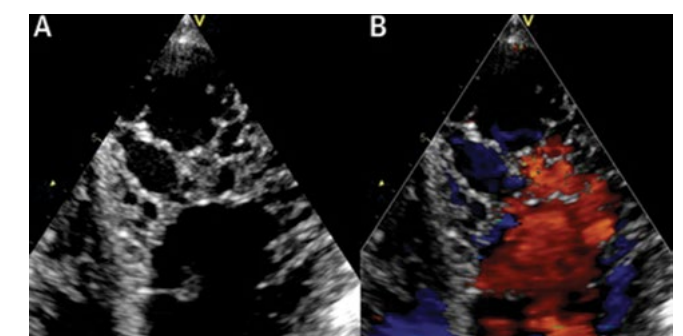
Imagem em Doppler Colorido de coração com miocárdio não compactado.
